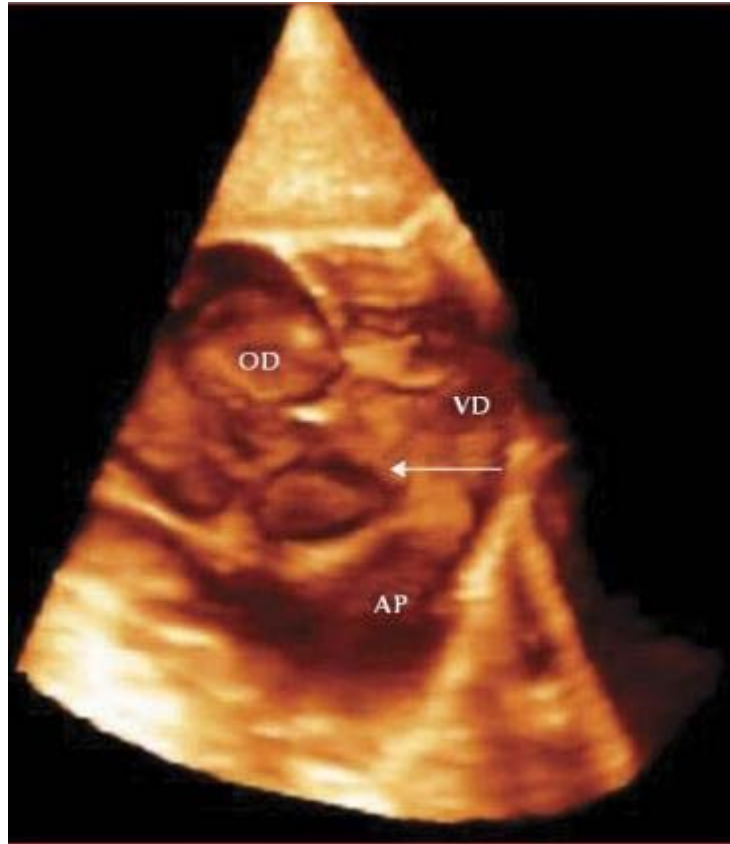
Exemple de vue 3D obtenue en échographie 3D. Sont repérées sur l'image l'oreillette droite (OD), le ventricule droit (VD) et l'artère pulmonaire (AP). La flèche indique une déhiscence du septum interventriculaire (malformation congénitale appelée communication inter-ventriculaire) (Image échographique du CHU de Toulouse).
